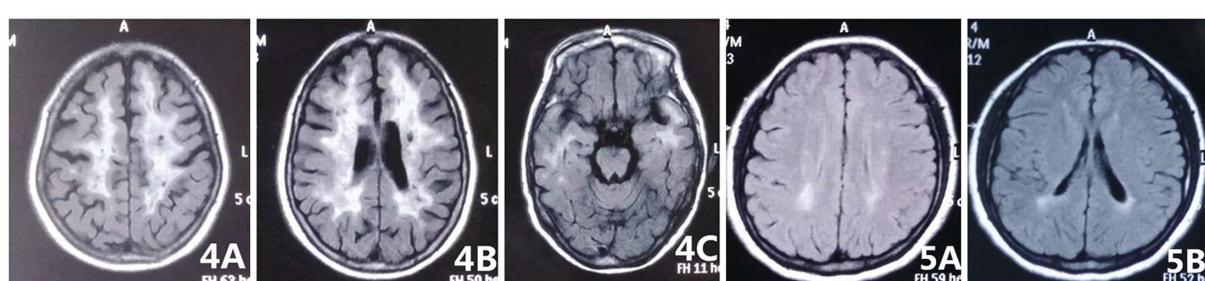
先证者之姐头颅MRI:FLAIR示半卵圆中心及双侧脑室旁重度脱髓鞘改变(A,B),颞极白质异常信号(C)
